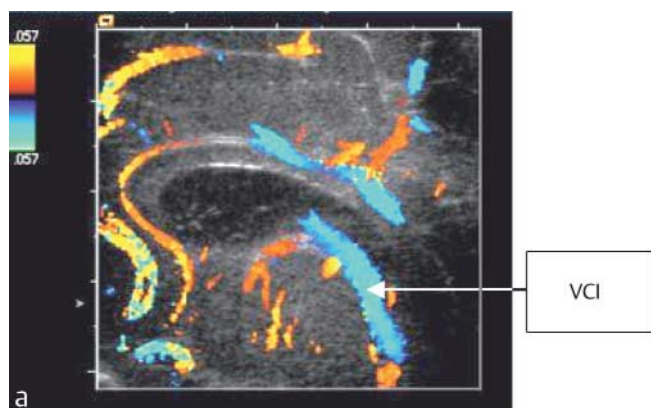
a, b Dopplersonographische Flussmessungen in der Vena cerebri interna (VCI) (medianer Sagittalschnitt). Kontinuierliche Blutströmung mit breitem Frequenzspektrum und einer maximalen Flussgeschwindigkeit von ca. 7 cm/s.
